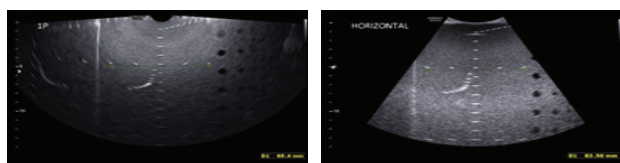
Horizontal measurement images obtained by convex transducer(right) and transvaginal transducer(left). Evaluate whether structures located vertically with ultrasonic beams are accurately measured. Distance of 8 cm vertically from the ultrasonic beam is measured.
